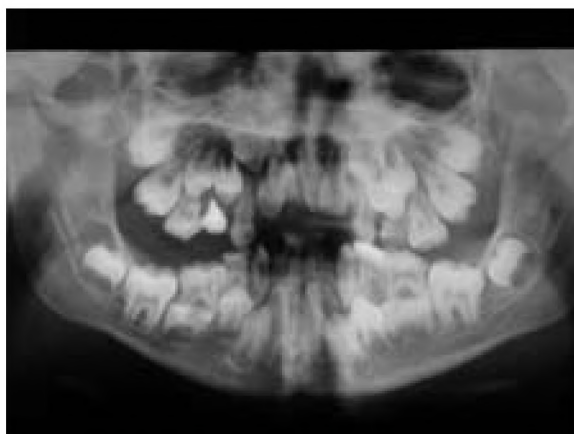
Upper and lower jaw radiograph: impacted teeth and persistent primary teeth in the 15-year-old girl.
